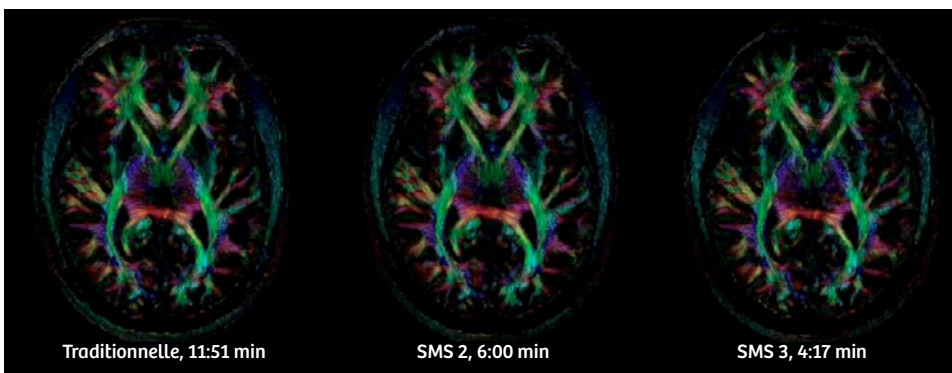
IRM en diffusion tensorielle sur un MAGNETOM Prisma avec l'antenne Tête/cou 64. Sans SMS, cette acquisition avancée est trop chronophage pour un protocole clinique d'examen cérébral de routine. 64 directions de diffusion, iPAT2, résolution de 1,7 x 1,7 x 3 mm.
